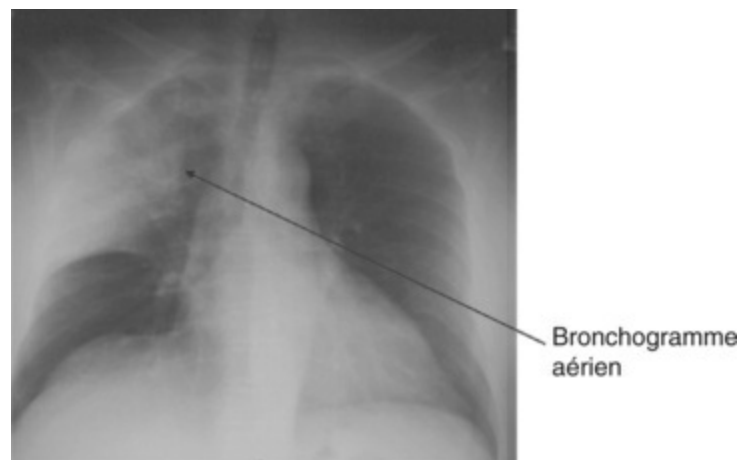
Radiographie de thorax présentant une opacité alvéolaire avec bronchogramme aérien.
